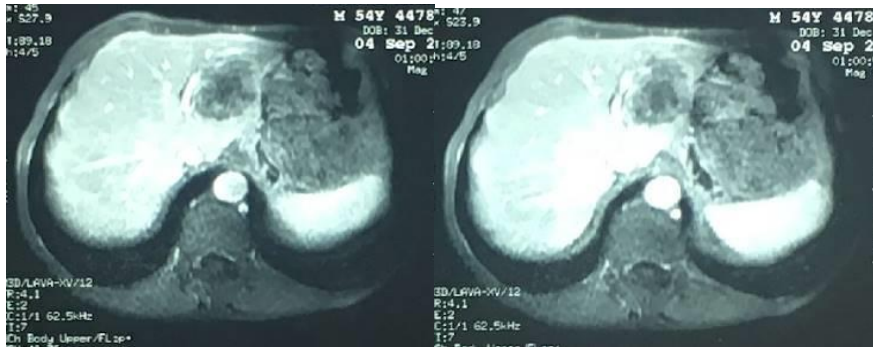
IRM Hépatique montrant plusieurs lésions nodulaires, ovalaires et arrondies de contours irréguliers, hyposignal T1 et hypersignal hétérogène T2 et diffusion avec rehaussement modéré et hétérogène
